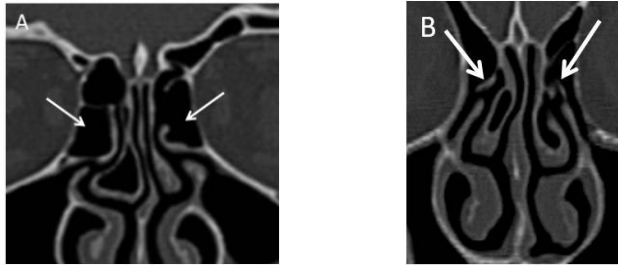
Horizontal ve vertikal UP. Koronal BT'de A) sol UP'nin horizontal (düz ok) oryantasyonuna geniş etmoid bülla (noktalı ok) eşlik ediyor. Farklı bir olguda B) her iki UP'nin vertikal yerleşimli olduğu izleniyor.
